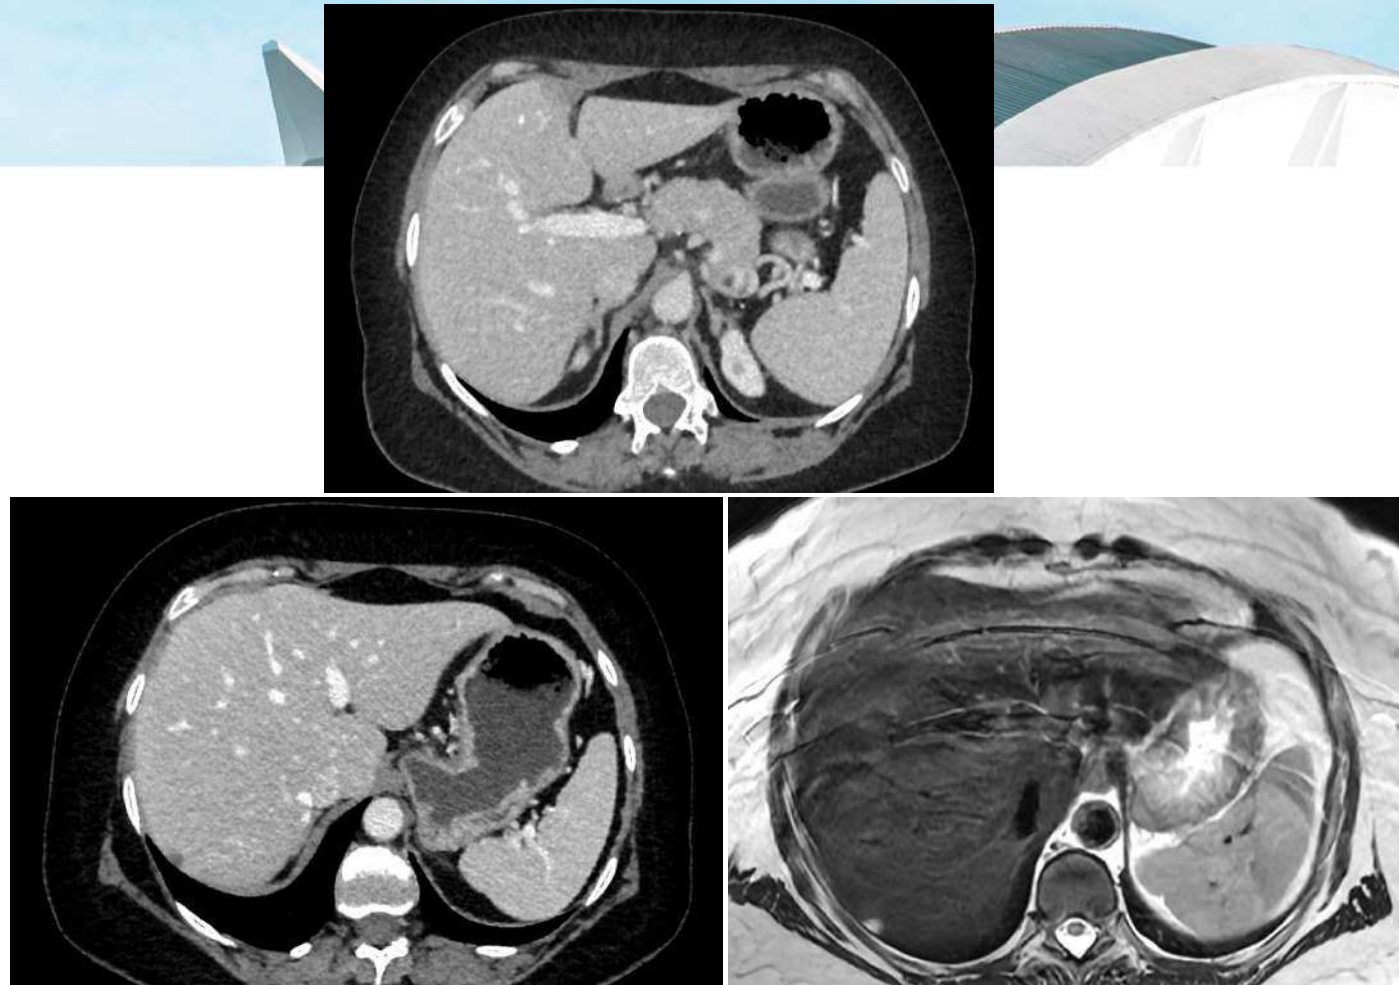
TC Abdomen con contraste en fase venosa y RM Hepática con contraste. Paciente con carcinoma endometrial estadio IIB que inicia tratamiento quimioterápico y precisa TC post-quirúrgico. Se evidencia área de esteatosis focal adyacente al ligamento falciforme y una lesión hipodensa subcapsular bien definida (10 mm) en segmento VII. Lesión sugestiva de quiste simple que se caracteriza con RM siendo hiperintensa en secuencia T2, hipointensa en T1 y no presenta restricción de la difusión ni realce tras la administración de contraste.
